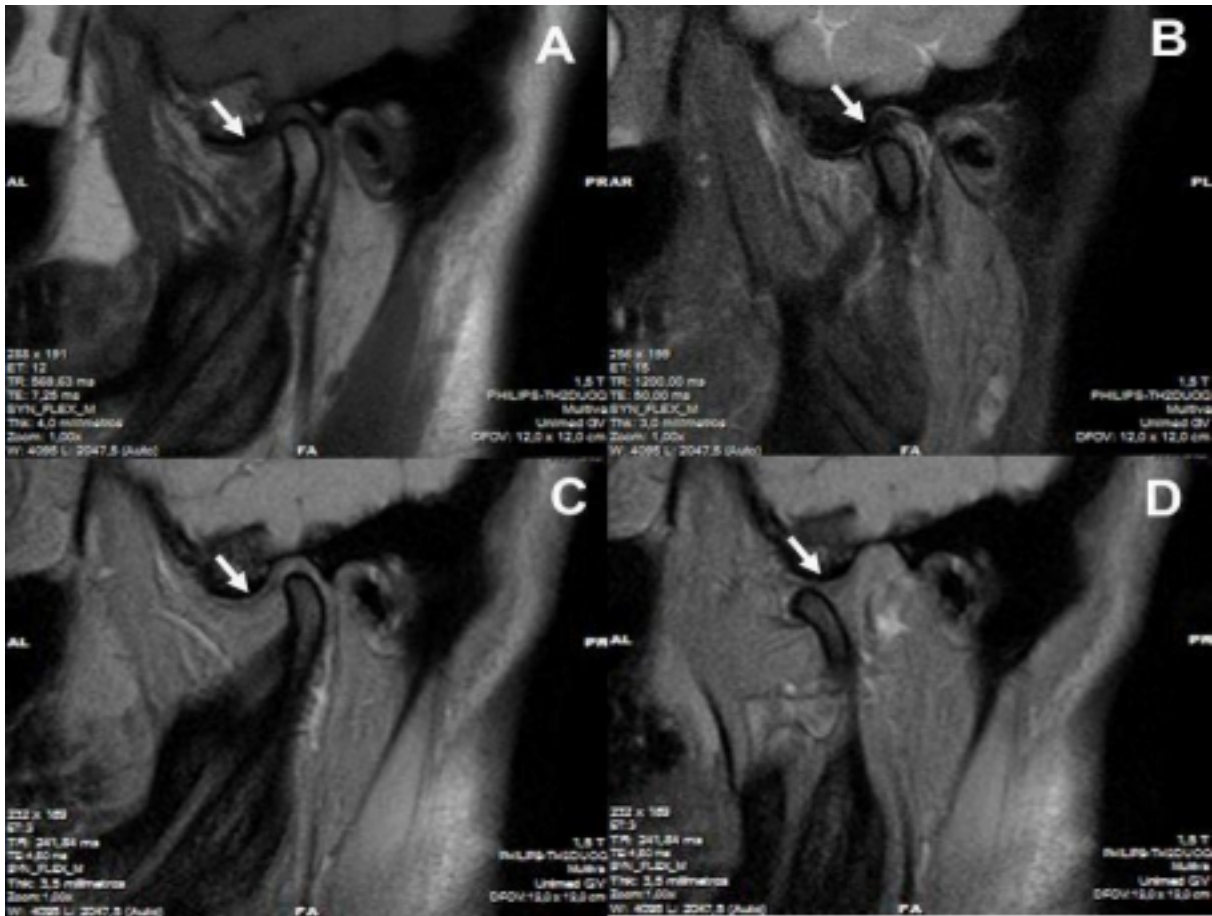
IRM (imagem de ressonância magnética) indicando a anteriorização do disco articular direito (A) e esquerdo (C) em boca fechada, bem como suas respectivas recapturas (B e D, respectivamente).
